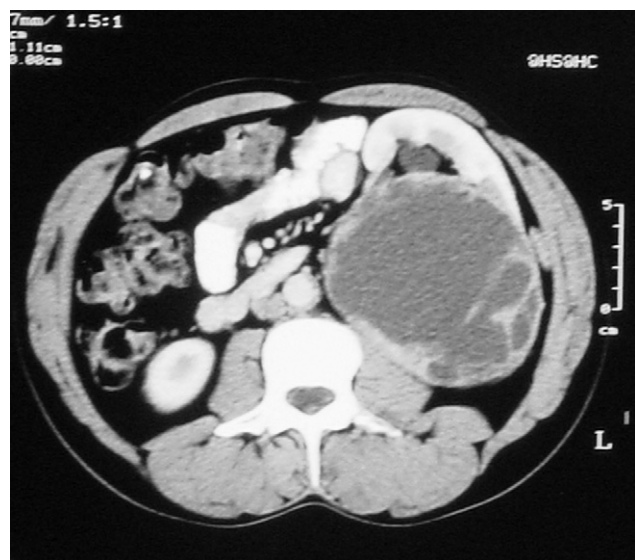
TAC abdominal. Quiste grado iv de Bosniak en riñón izquierdo.
